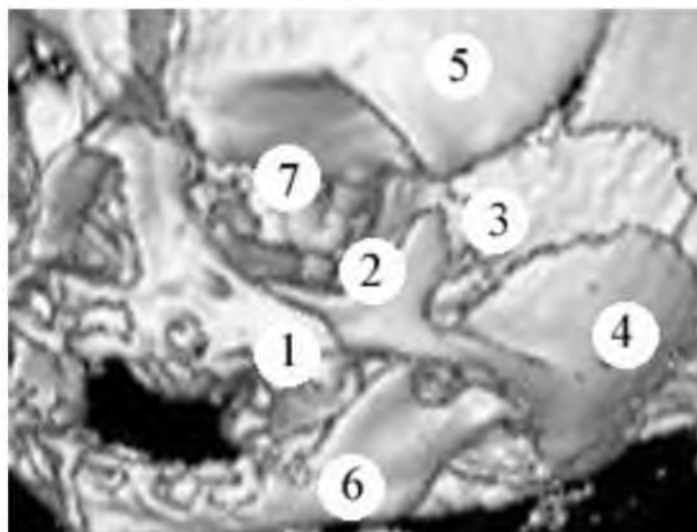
Череп плода 450,0 мм ТПД. Передньо-ліва проєкція. Комп'ютерна томограма. Зб. 2,6<sup>x</sup>:
